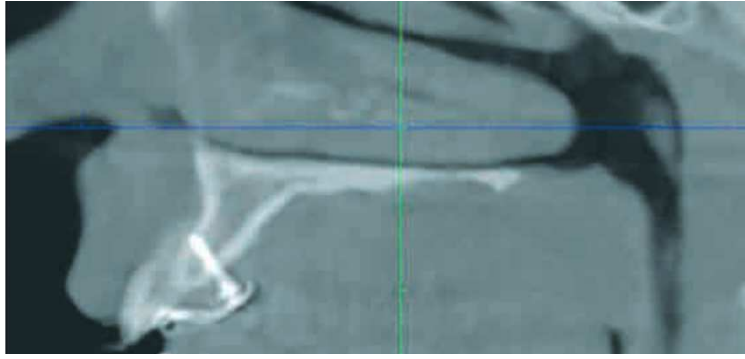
Radiographie en coupe sagittale en regard du site d'agénésie après implantation de la mini-vis. (Onghena *et al.*, [34])
